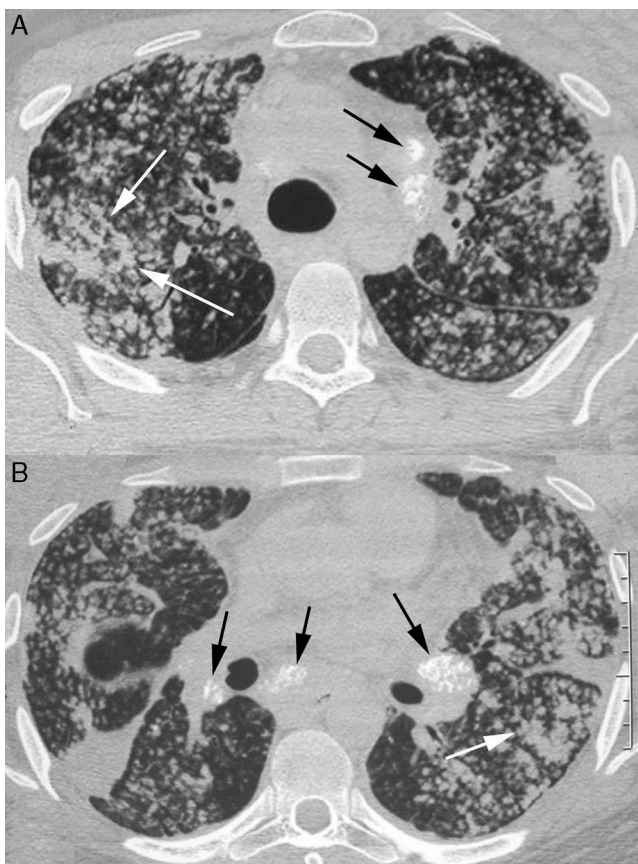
Varón de 29 años con silicoproteínosis. El paciente trabajaba como pulidor con arena en la industria naval, con un historial de exposición al sílice de 2,8 años. El TAC de los lóbulos superiores (A) e inferiores (B) muestra numerosos nódulos de espacios de aire bilaterales, algunos confluentes (flechas blancas) con zonas de consolidación en ambos pulmones. Se evidencian ganglios linfáticos mediastínicos e hiliares calcificados (flechas negras).
